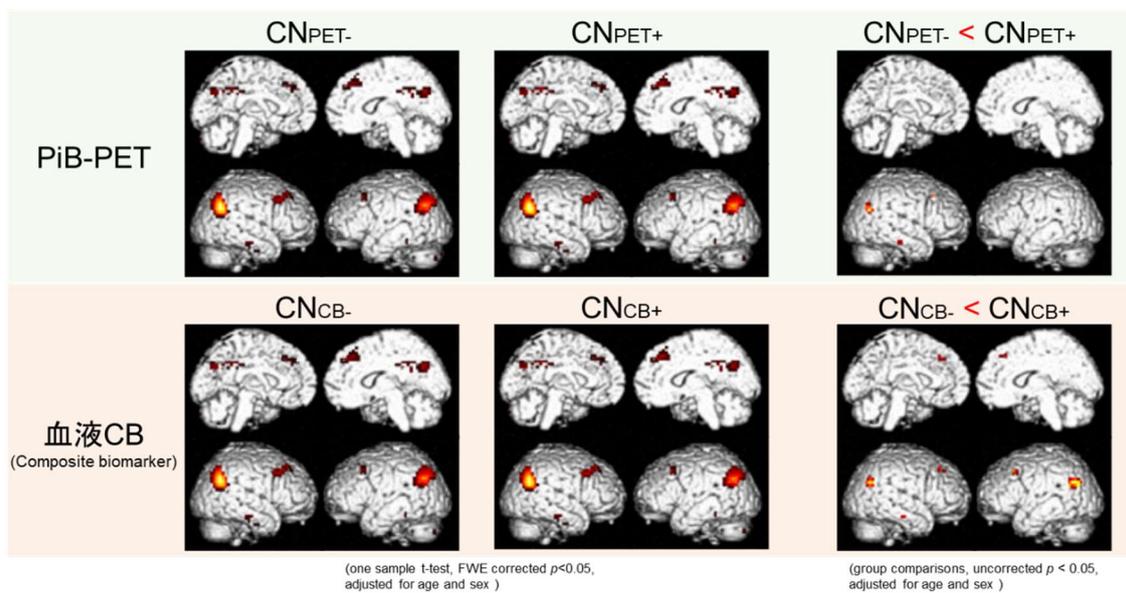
右下頭頂小葉に Seed を置いた場合の各群の FC map と群間比較 (年齢、性別を調整) . PiB-PET、血液 CB 共に A β 陽性群で陰性群より FC が高くなっている.
